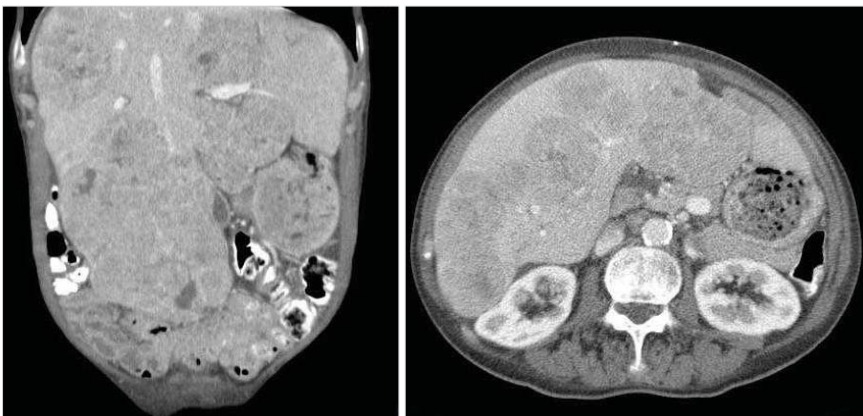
CT-Bilder eines multifokalen HCC.
